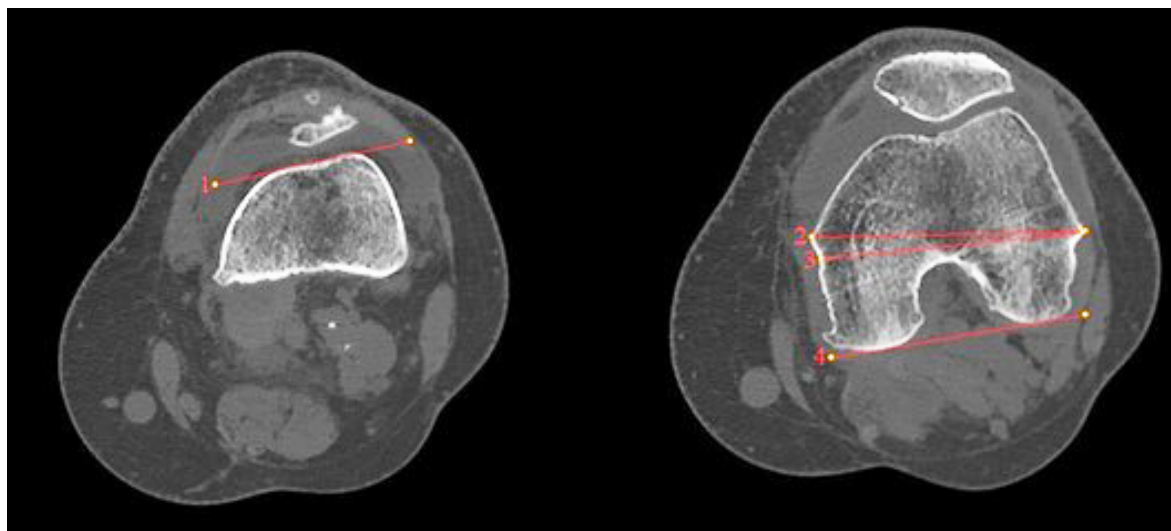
Линии, проведенные через анатомические фиксированные ориентиры бедренной кости на компьютерных томограммах : 1 – FAT; 2 – A TEA; 3 – S TEA; 4 – PCL
